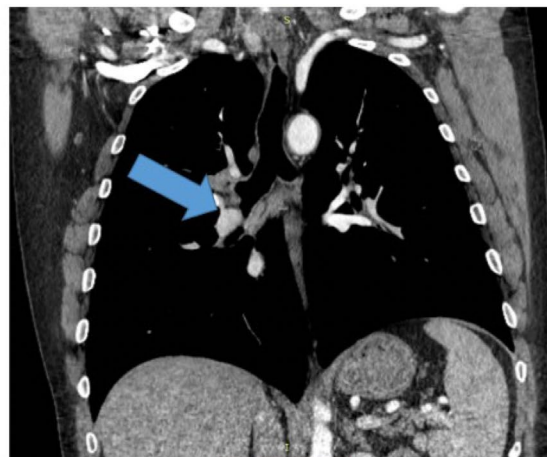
КТ ОГК от 10.08.2018 г. (после индукционной химиоиммунотерапии).
